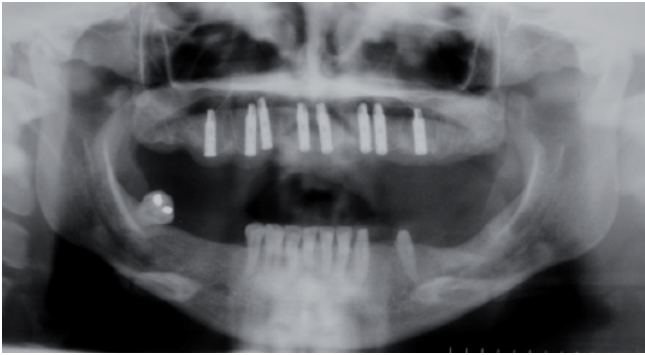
Radiografía panorámica luego de la colocación de implantes.
